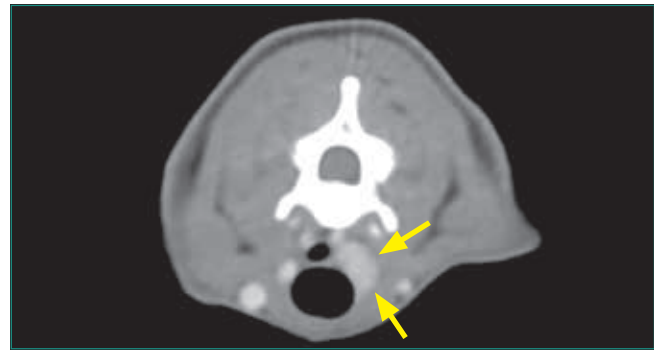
Tomografía computarizada donde se aprecia un adenoma de tiroides unilateral izquierdo (flechas). Imagen cedida por Pedro Esteve, Diagnosfera.
